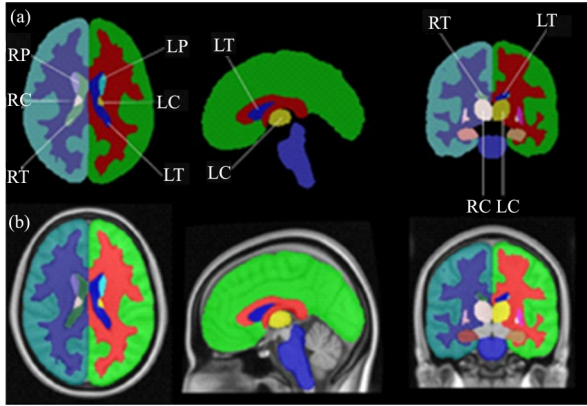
哈佛牛津大脑结构图谱及包含颅骨的MRI标准模板
